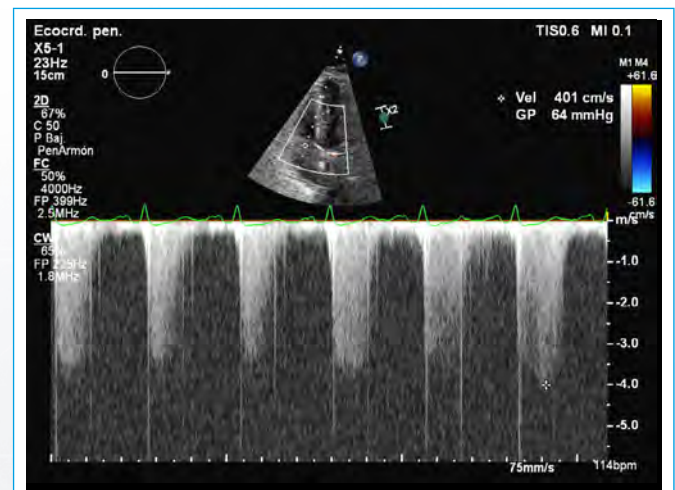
Doppler continuo tricúspide. Se observa que la paciente tiene un gradiente ventriculoauricular elevado (64 mmHg), lo que permite estimar una presión arterial pulmonar sistólica elevada
